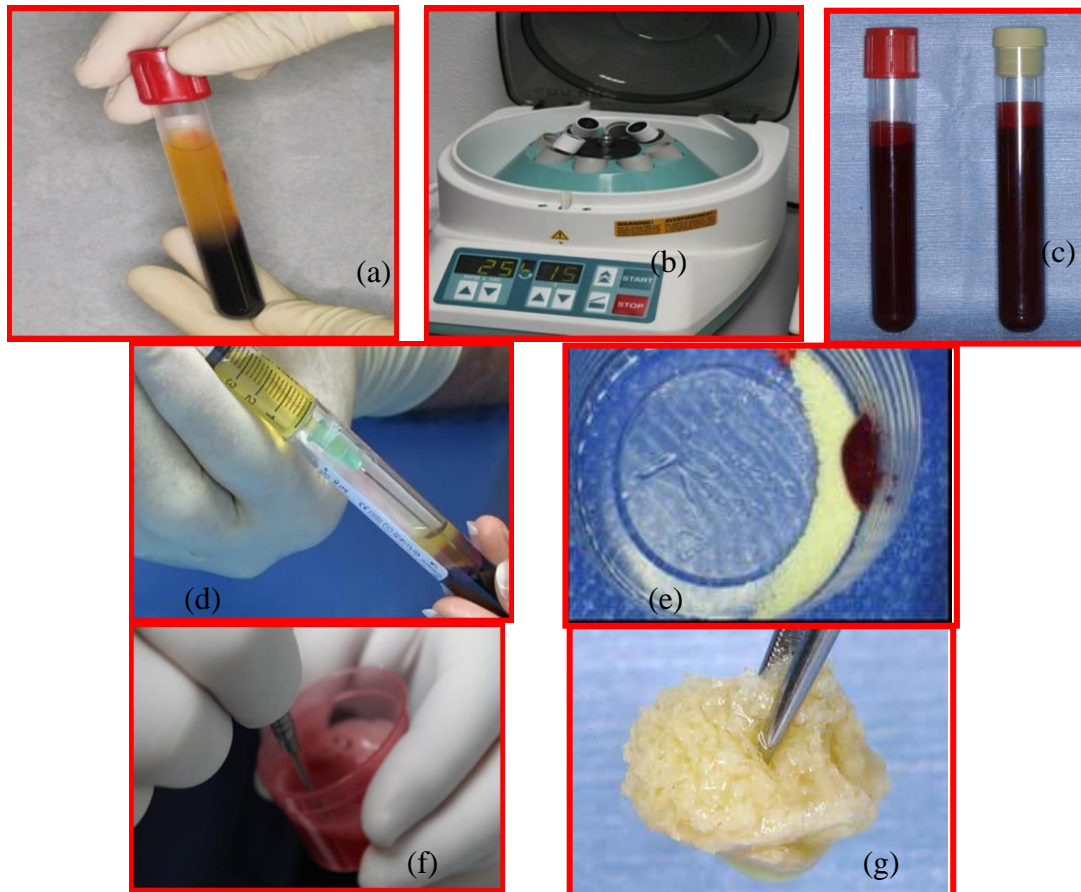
Tiga lapisan berbeda terbentuk setelah sentrifugasi darah pasien; *platelet poor plasma* (PPP), *platelet rich fibrin* (PRF), *red blood cells* (RBC's) (Sumber: Bhandari S, Ashwini T, Naik R. Regenerative periapical surgery: A case report. Dental Hypotheses 2013; 4(2): 1)
